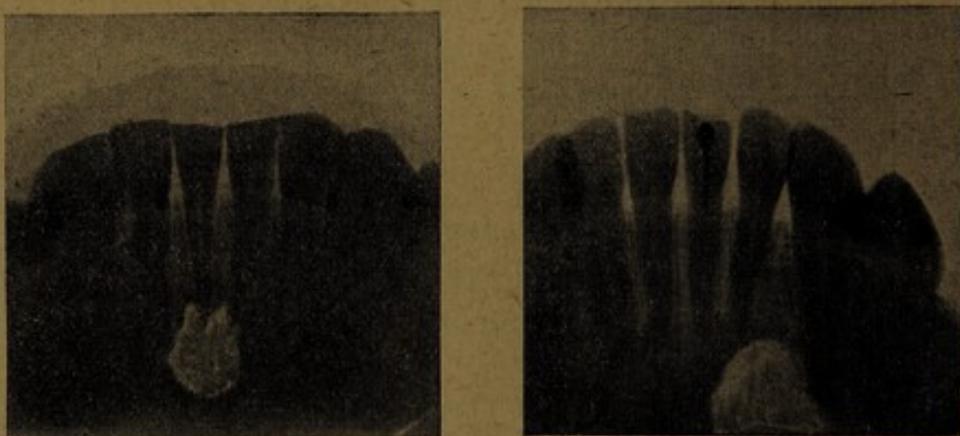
Radiographies de petits kystes parodontaires du maxillaire inférieur, ayant, dans les 2 cas, donné des fistules mentonnières. Le diagnostic ne fut posé que grâce à ces radiographies que nous devons à l'obligeance de M. Ch. Vaillant (Hôpital Lariboisière).
